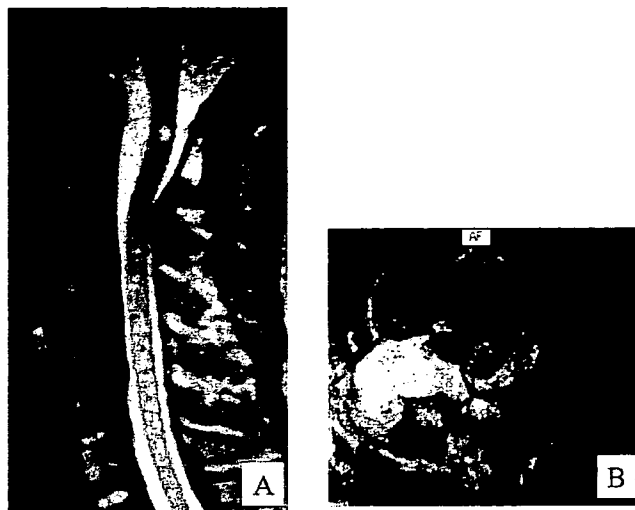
術後 MRI T2WI. A: 矢状断像. B: 横断像.
